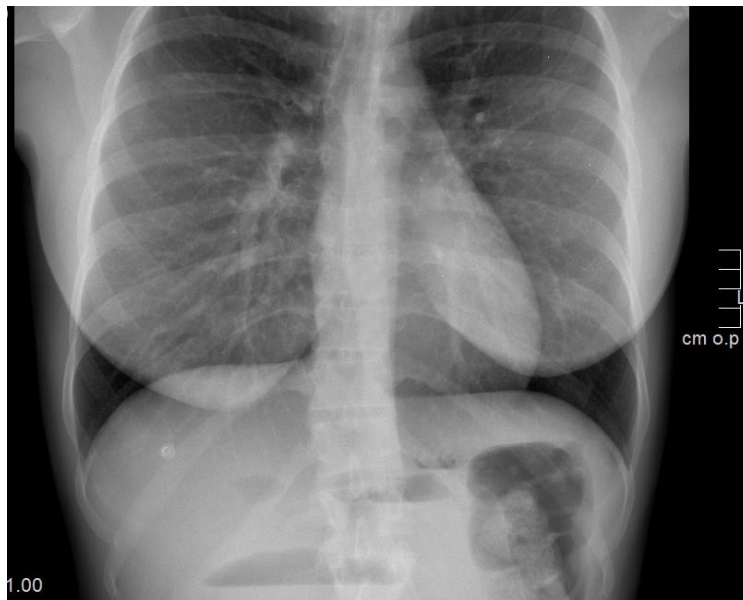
Radiografía de tórax con niveles hidroaéreos.
